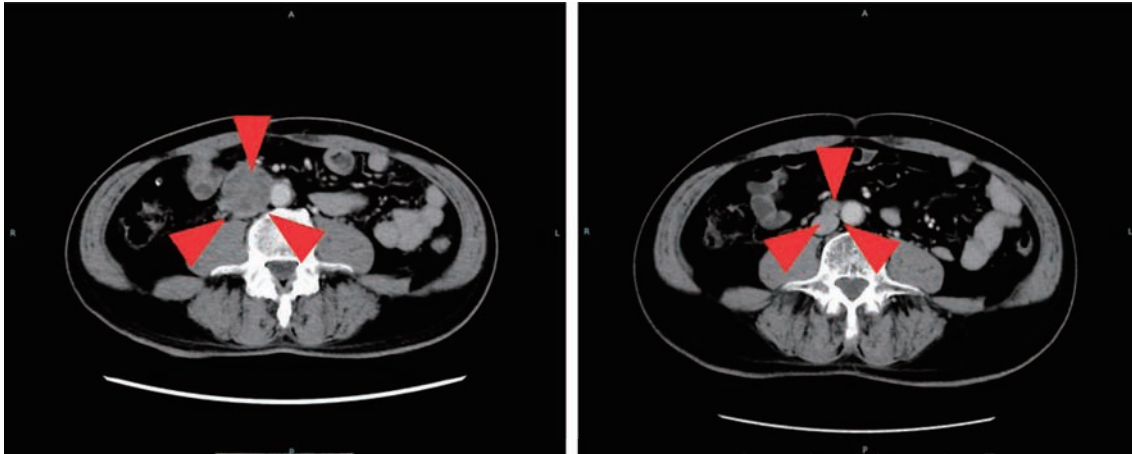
CT images of the abdomen were compared before and after EP therapy. The size of the large interarterial lymph nodes was markedly reduced.
